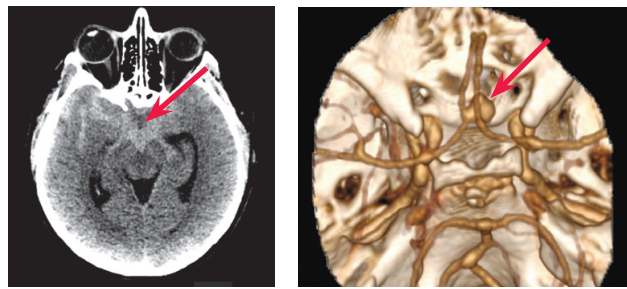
Компьютерная томография головного мозга и компьютерно-томографическая ангиография пациентки Д. при поступлении в НИИ СП. По данным нативных томограмм определяется выраженное базальное субарахноидальное кровоизлияние (*mFisher* – 4-я ст., *Hijdra* – 26 б.). По данным компьютерно-томографической ангиографии церебральных артерий выявлена аневризма передней соединительной артерии (указана стрелкой)
